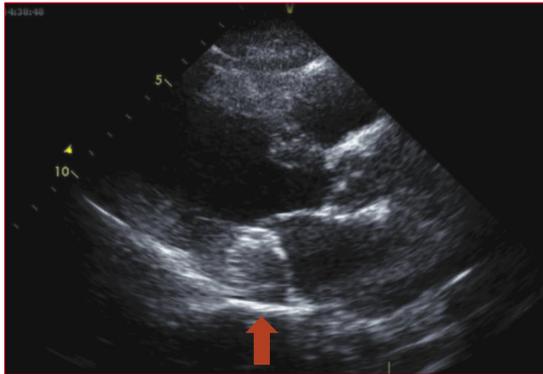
Ecocardiograma transtorácico, enfoque paraesternal izquierdo. Se observa masa esférica con bordes calcificados y con un área ecolúcida en su interior.
